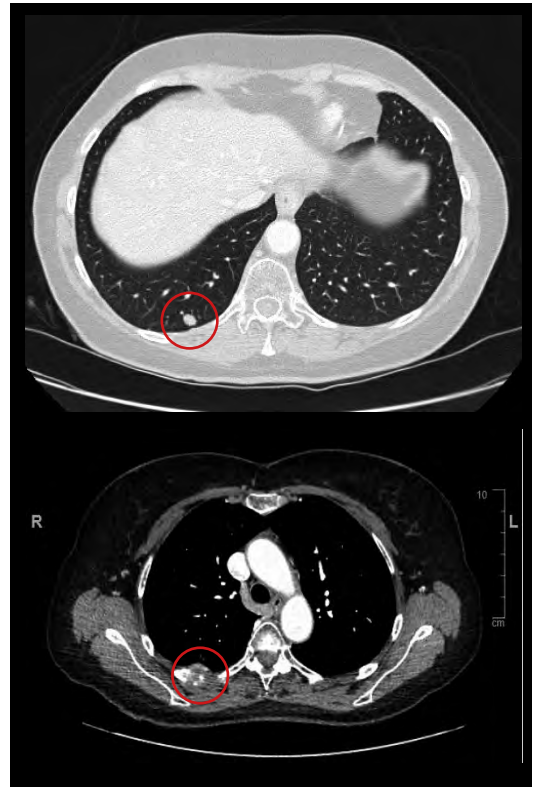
TAC de tórax con M1 pulmonares en lóbulo inferior derecho y metástasis ósea con componente de partes blandas en margen posterior de 5° costal derecho en febrero 2020.
